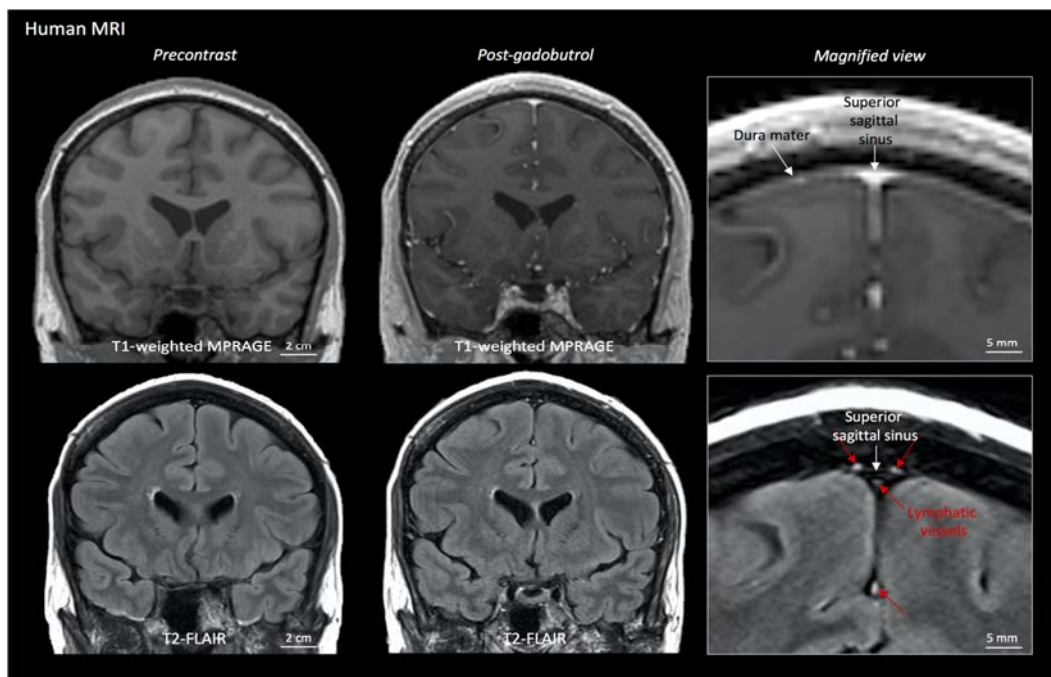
МРТ головы здорового добровольца. После внутривенной инъекции гадобутрола вдоль стенок ВСС визуализируются гиперинтенсивные лимфатические сосуды (красные стрелки) [38]
